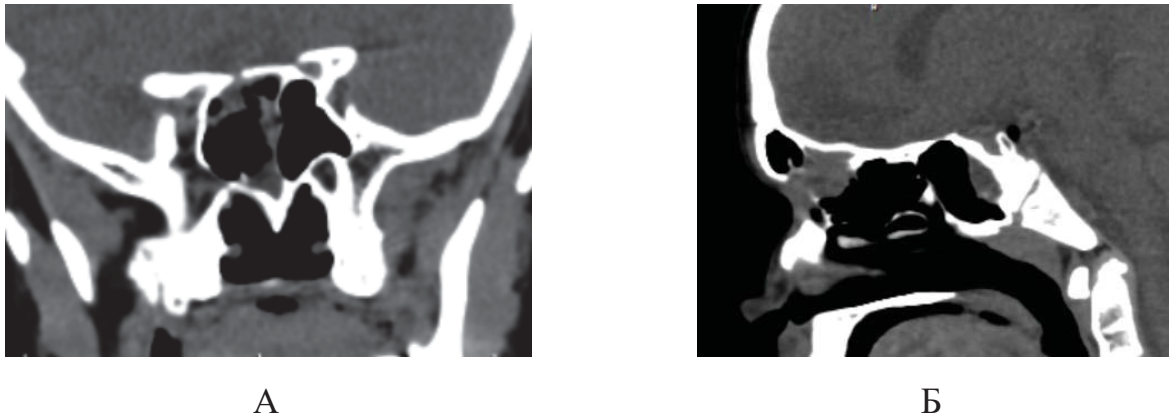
КТ головного мозга: А – фронтальная проекция, Б – сагиттальная проекция. Послеоперационные изменения клиновидной пазухи
